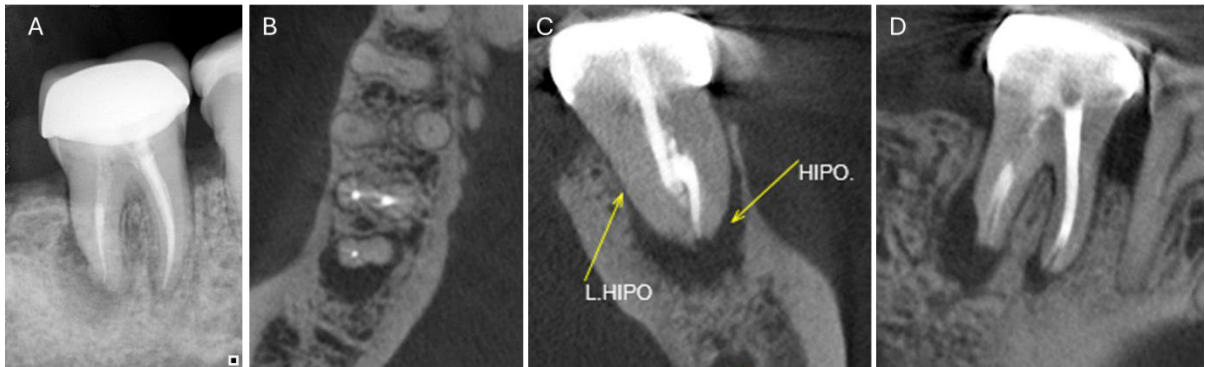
(A) Radiografia periapical inicial. (B) Corte tomográfico axial mostrando lesão circundando a raiz distal. (C) e (D) cortes sagital e transversal evidenciando extensão da lesão e reabsorção radicular.
